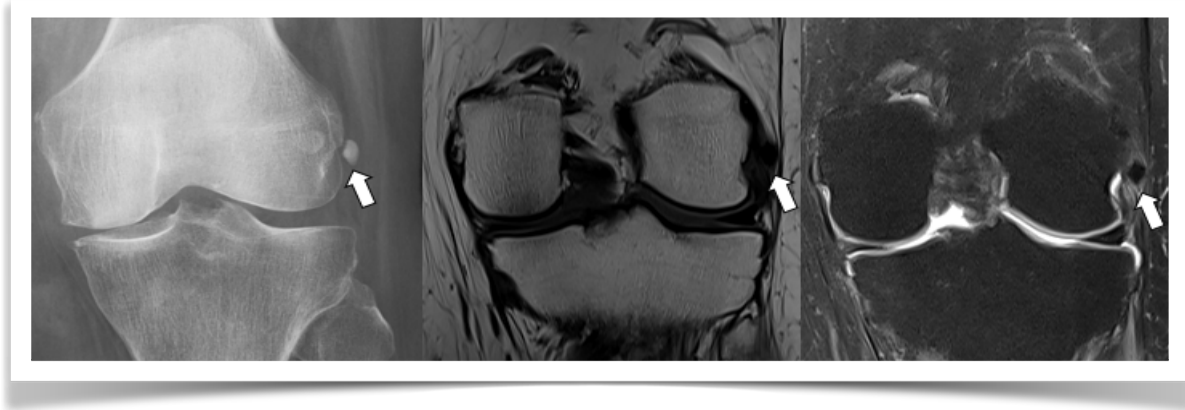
Depósito de cristal de hidroxapatita en LCL. Rx AP, RM secuencias coronales T1 y DP con supresión grasa. Rx muestra calcificación ovoide hiperdensa en ligamento colateral proximal, que en RM se visualiza como una imagen ovoidea de baja señal en todas las secuencias (flechas), con leve edema de la grasa adyacente.
